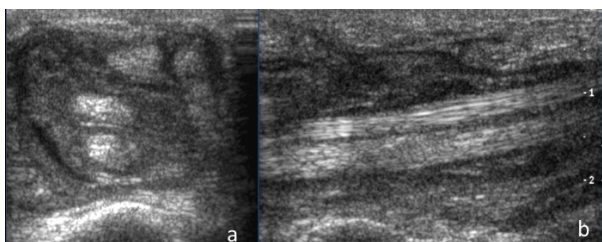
vue axiale (a) et sagittale (b) en échographie d'une ténosynovite des fléchisseurs des doigts.
